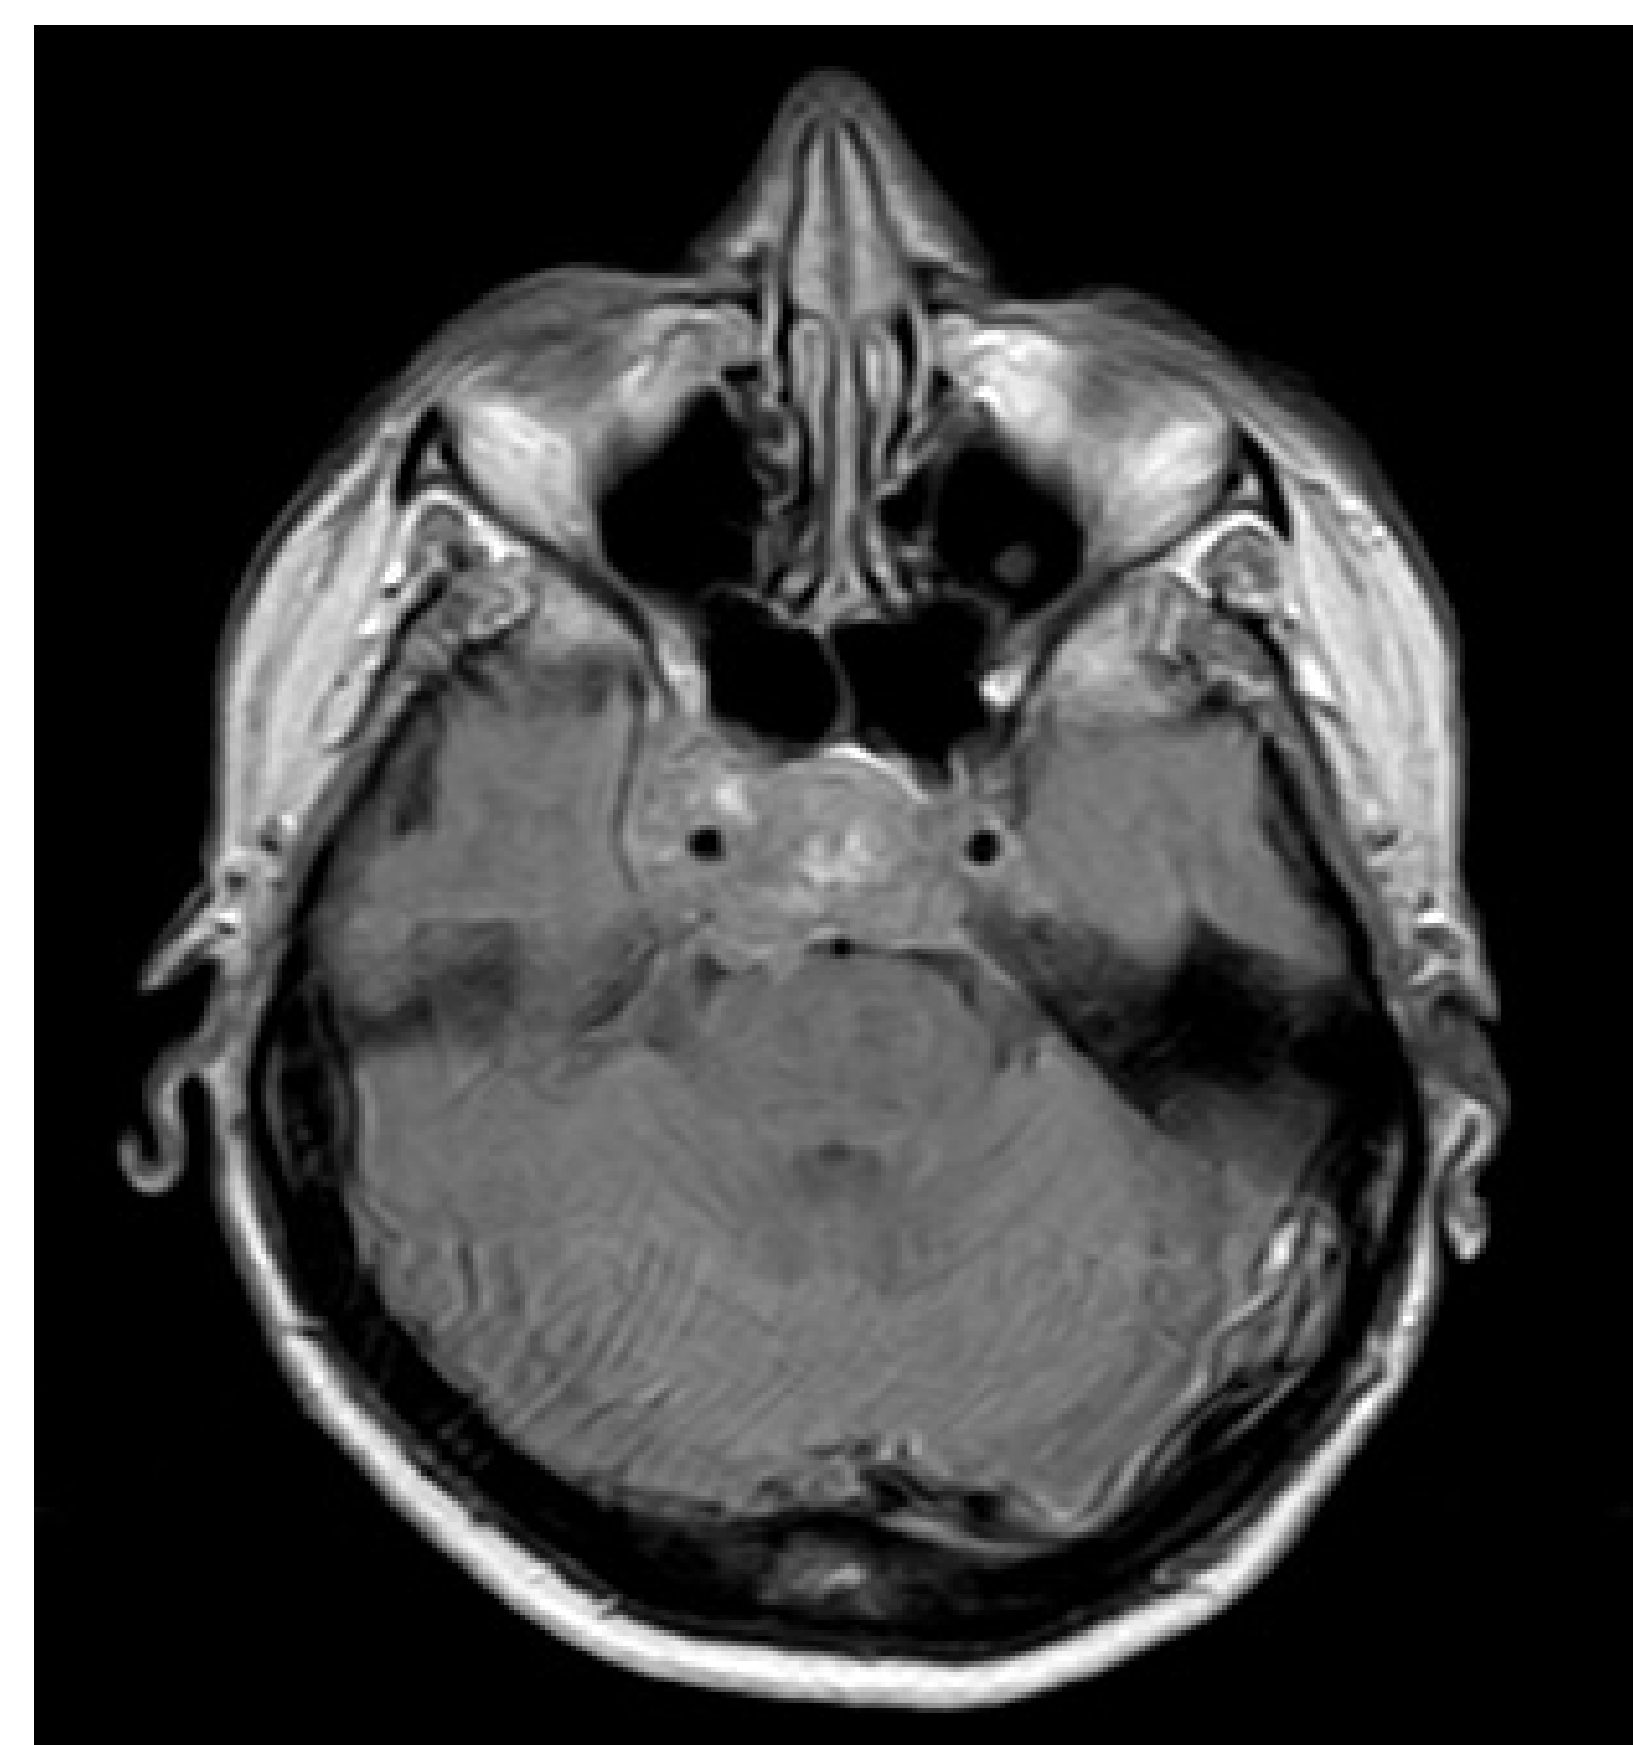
MRT-Schnittbild horizontal vom 17.02.2015: Progress der Metastase mit Kontakt
